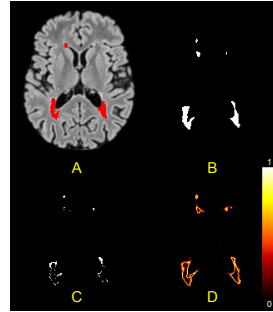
FLAIR et segmentation manuelle des lésions (A), prédiction (B), carte des erreurs (C) et doute estimé (D).
